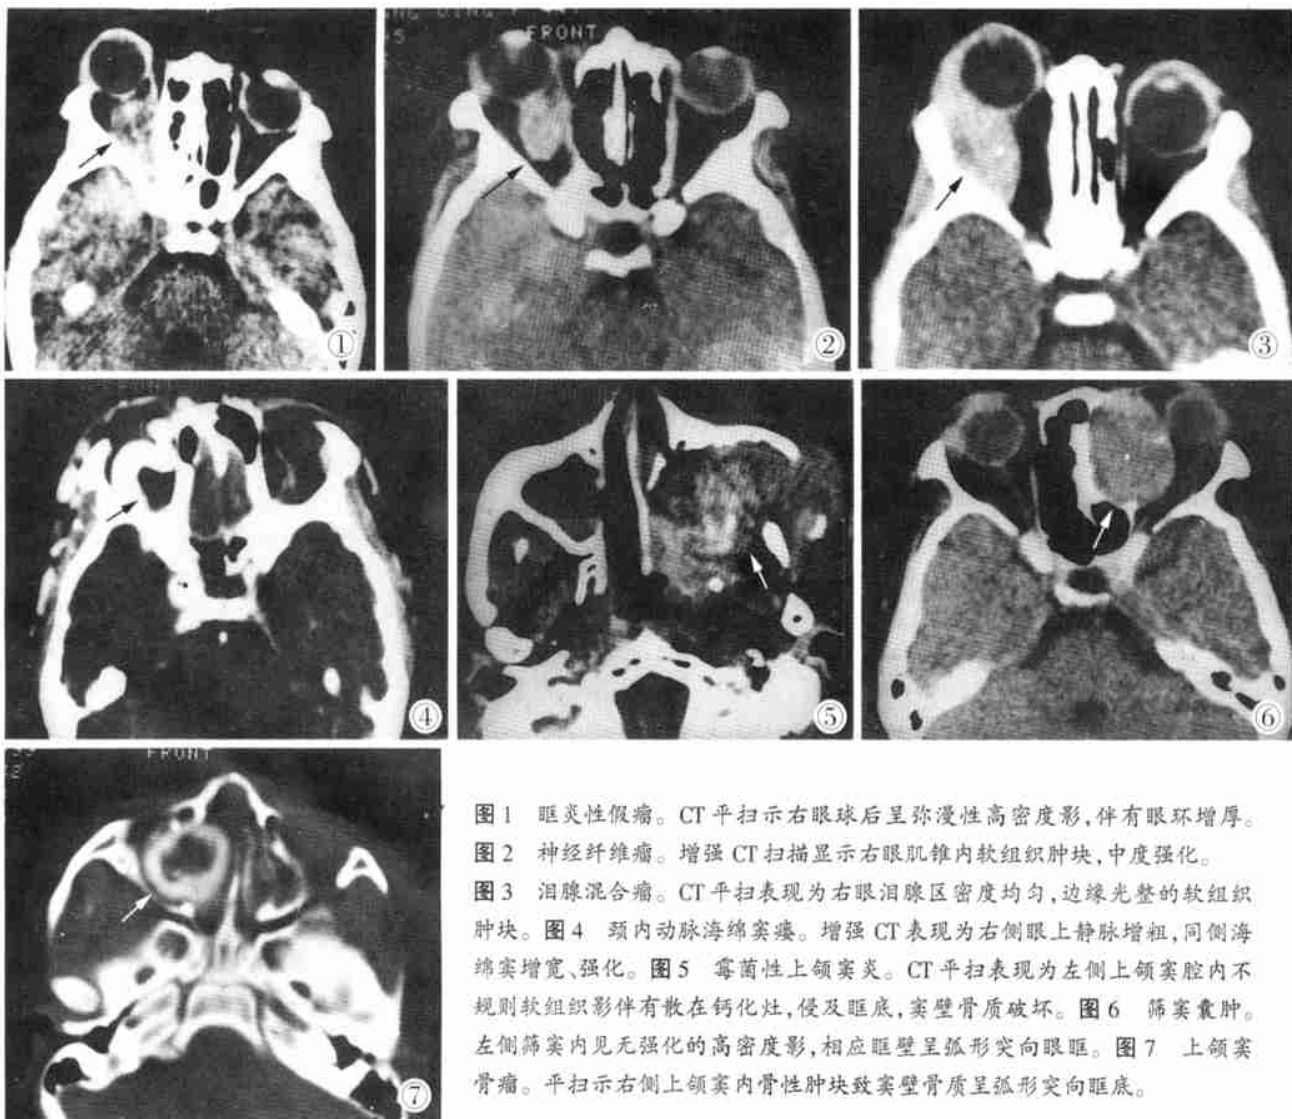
眶炎性假瘤。CT 平扫示右眼球后呈弥漫性高密度影,伴有眼环增厚。图 2 神经纤维瘤。增强 CT 扫描显示右眼肌锥内软组织肿块,中度强化。图 3 泪腺混合瘤。CT 平扫表现为右眼泪腺区密度均匀,边缘光整的软组织肿块。图 4 颈内动脉海绵窦瘘。增强 CT 表现为右侧眼上静脉增粗,同侧海绵窦增宽、强化。图 5 霉菌性上颌窦炎。CT 平扫表现为左侧上颌窦腔内不规则软组织影伴有散在钙化灶,侵及眶底,窦壁骨质破坏。图 6 筛窦囊肿。左侧筛窦内见无强化的高密度影,相应眶壁呈弧形突向眼眶。图 7 上颌窦骨瘤。平扫示右侧上颌窦内骨性肿块致窦壁骨质呈弧形突向眶底。
